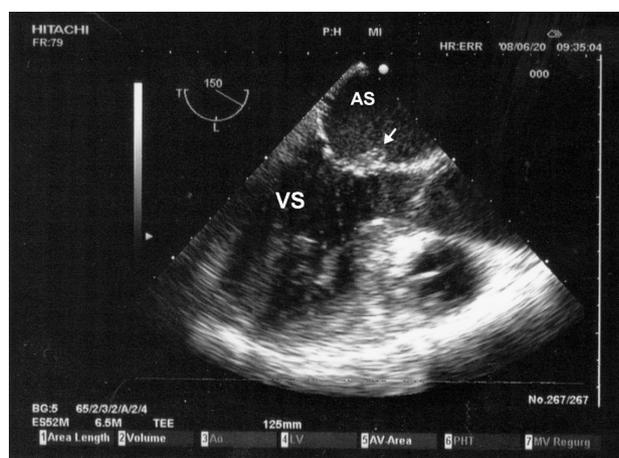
Ecocardiogramma transesofageo: vegetazione sul lembo anteriore mitralico (freccia). AS = atrio sinistro; VS = ventricolo sinistro.
